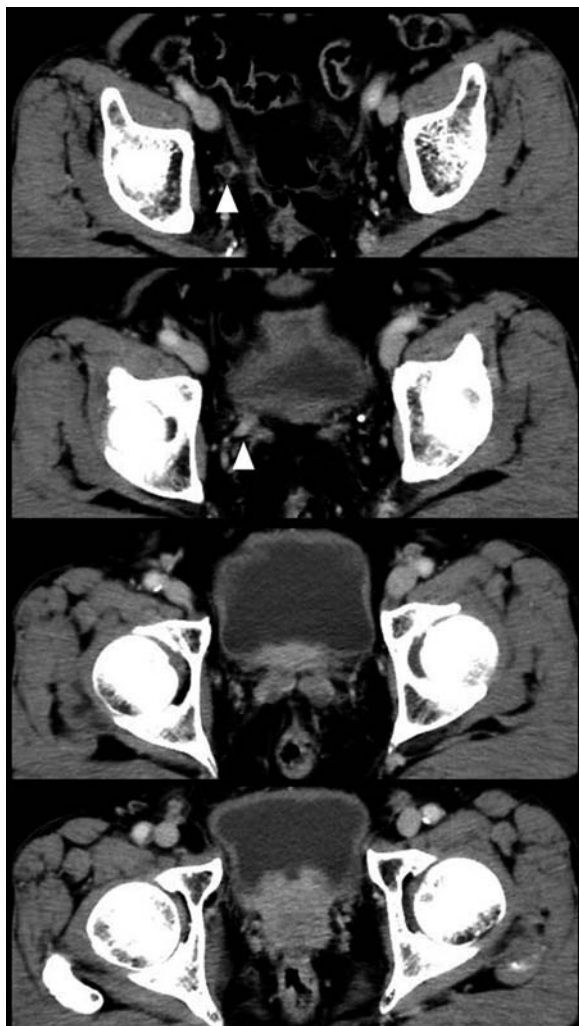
Images of contrast-enhanced computed tomography show right lower ureteral obstruction due to prostate cancer (arrowheads).
